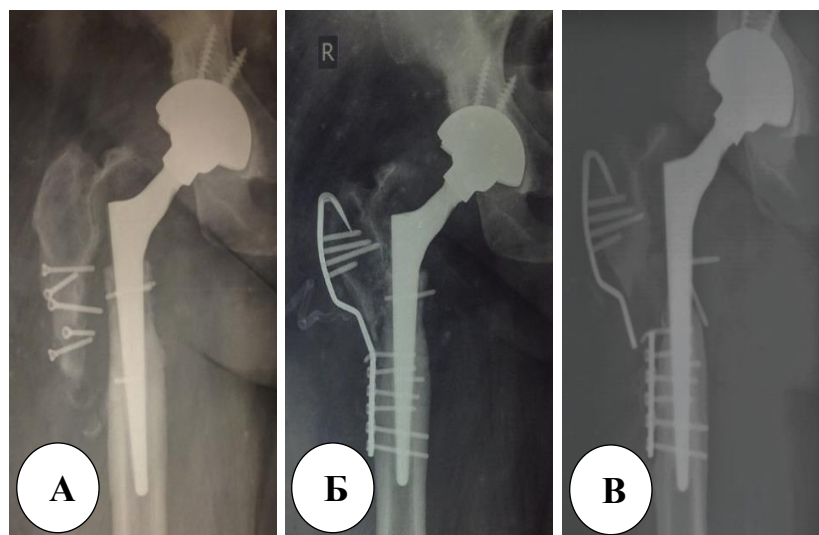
Клинический пример реостеосинтеза фрагмента БВ, осложнившегося разрушением пластины. Рентгенограммы правого тазобедренного сустава в прямой проекции: А – от мая 2017 г.; Б – после реостеосинтеза фрагмента БВ вильчатой пластиной первого поколения; В – после реостеосинтеза фрагмента БВ оригинальной вильчатой пластиной (апрель 2018 г.)
